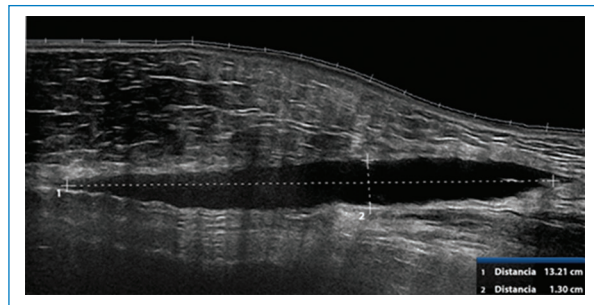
Ecografía de piel y partes blandas con transductor lineal de 7,5 MHz. Se visualiza a nivel del TCS de la pared abdominal inferior, entre la fascia y el tejido celular subcutáneo, una imagen anecoica, fusiforme, de márgenes definidos, parcialmente compresible, que mide 132 x 60 x 13 mm aproximadamente, sin evidencia de vascularidad.
